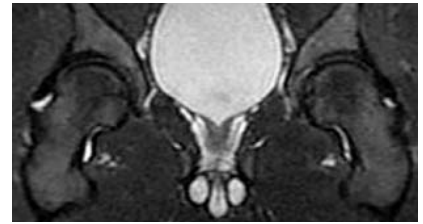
МР-томограмма ТБС в коронарной проекции (STIR T2-взвешенное изображение). Небольшой синовит правого ТБС. Незначительное повышение количества свободной жидкости в полости правого ТБС в виде участков высокоинтенсивного МР-сигнала в области шейки бедренной кости
